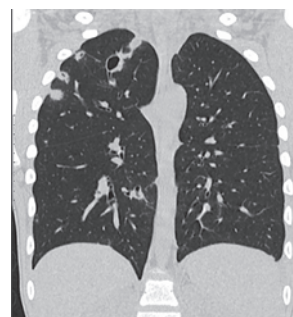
КТ грудной клетки (фронтальная проекция) от 25.02.19
